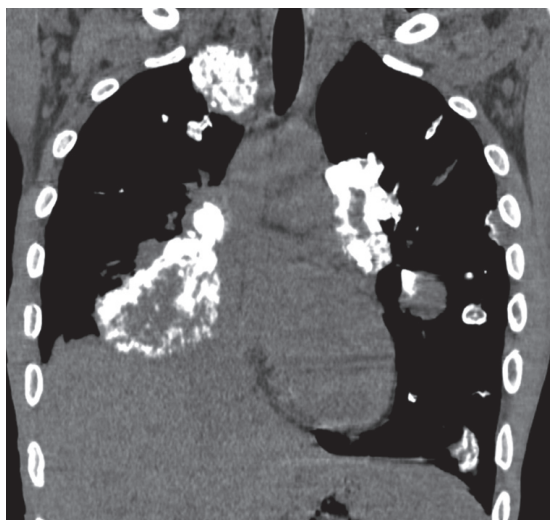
Corte coronal de TC com janela para mediastino evidenciando múltiplos nódulos e massas, de tamanhos variados, parcialmente calcificados, em ambos os pulmões.
